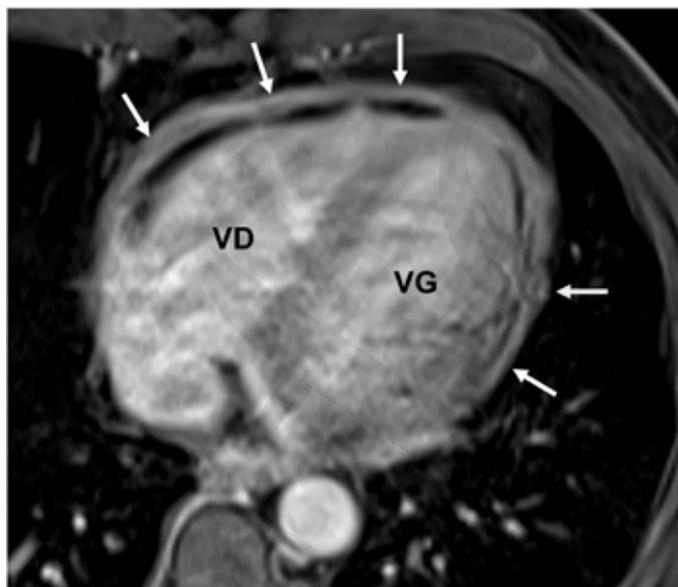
Péricardite aiguë (IRM cardiaque. Coupe axiale T1). Présence d'un rehaussement précoce de l'enveloppe péricardique (flèches) après injection de Gadolinium. La bande noire correspond à un petit épanchement. VG = ventricule gauche, VD = ventricule droit
